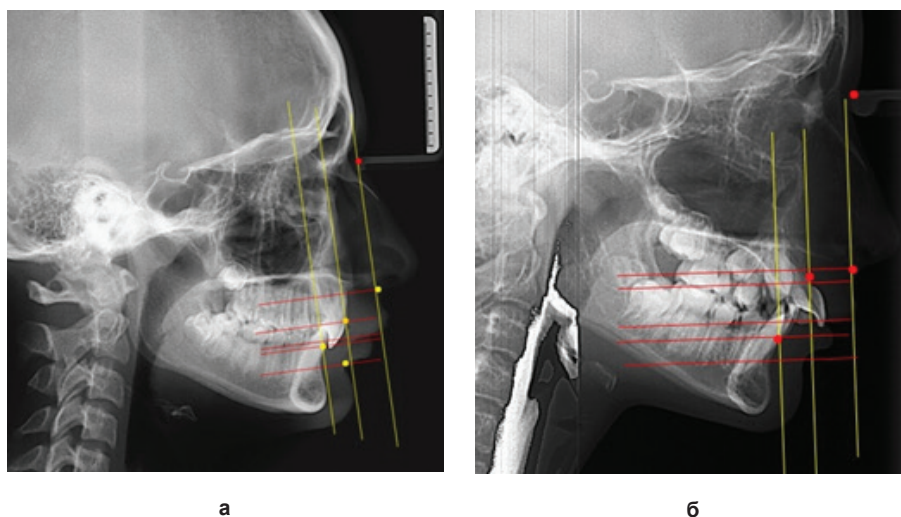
Расположение резцов относительно диагностических вертикалей при глубоком прикусе в сочетании с патологической ретрузией (а) и патологической протрузией (б) передних зубов на фрагментах ТРГ
